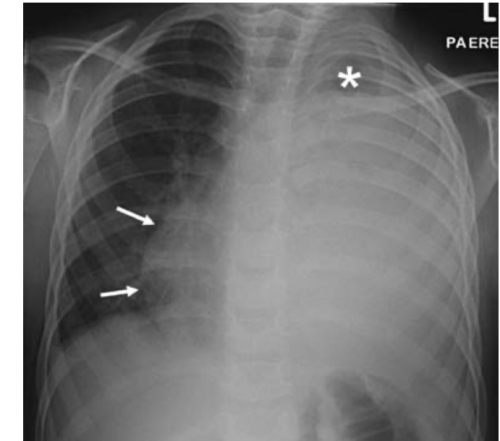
Large effusion with mass effect. Chest radiograph in 3-year old boy with a large left PPE. There is a small area of aerated lung at the left lung apex (*asterisk*), otherwise there is complete opacification of the left hemithorax. The mediastinum is displaced to the right (*arrows*). There is very mild right convexity thoracic scoliosis
